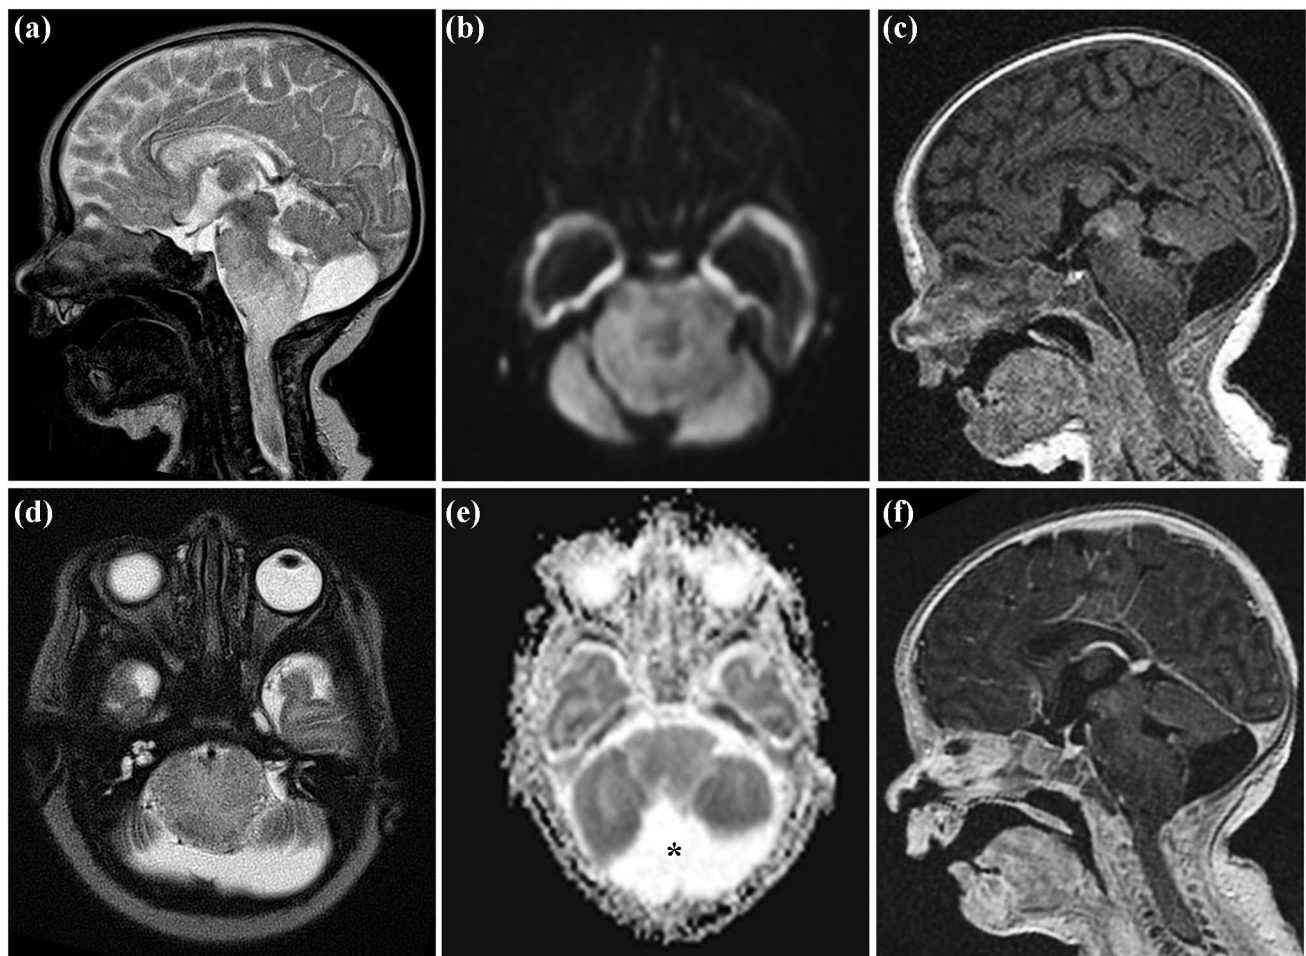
Case 5. First MRI at the age of 19 days. Sagittal (a) and axial (d) T2-weighted images showing a diffuse infiltrating tumor centered in the medulla oblongata, having a dorsal exophytic component, extending into the pons and the upper spinal cord. The foramen magnum is occluded. No change of diffusion on diffusion-weighted image (b) or
